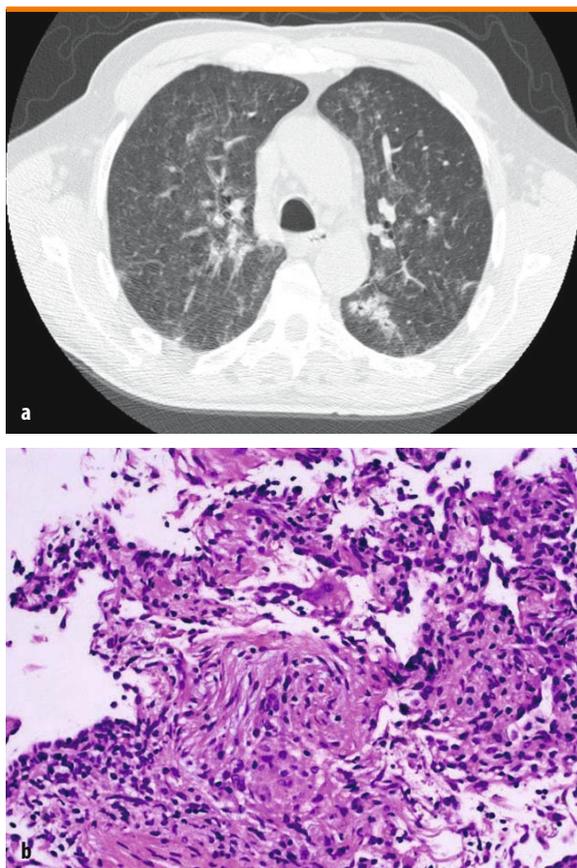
a, b. Uomo trattato per mesi con metotressato per artrite reumatoide. Per la comparsa di tosse, dispnea e febbre esegue TAC ad alta risoluzione del torace che documenta lesioni centrolobulari nodulari (a). La biopsia polmonare transbronchiale documenta aspetti di polmonite interstiziale cellulata con sparse cellule giganti, e un bottone di granulazione endoalveolare (ematossilina-eosina): reperti compatibili con diagnosi di polmonite da metotressato (b)
